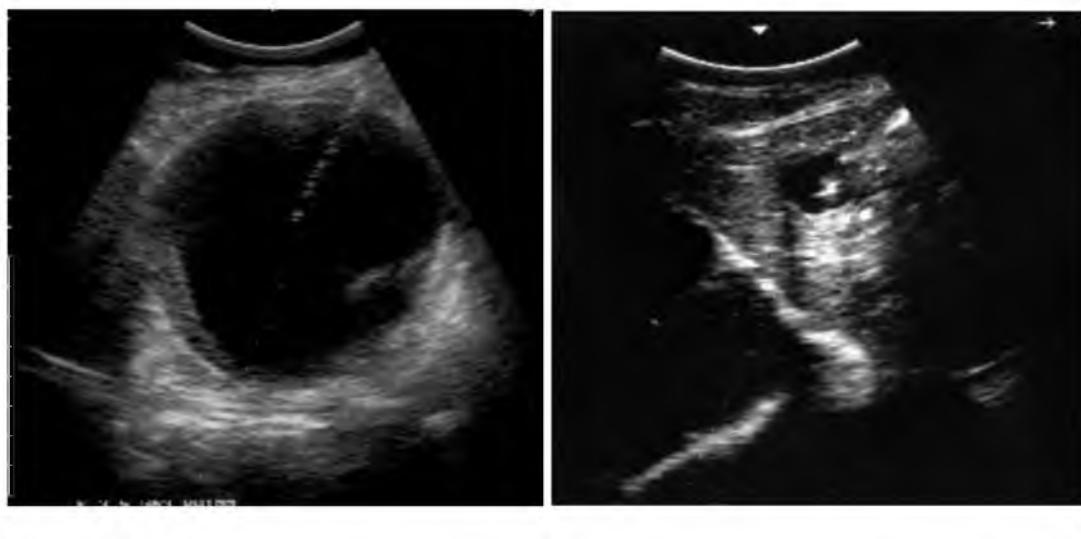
А. УЗИ в момент чреспокожной пункции (а) и после завершения пункции Б. Киста спавшаяся с небольшим объемом жидкости и свернувшейся хитиновой оболочкой.
